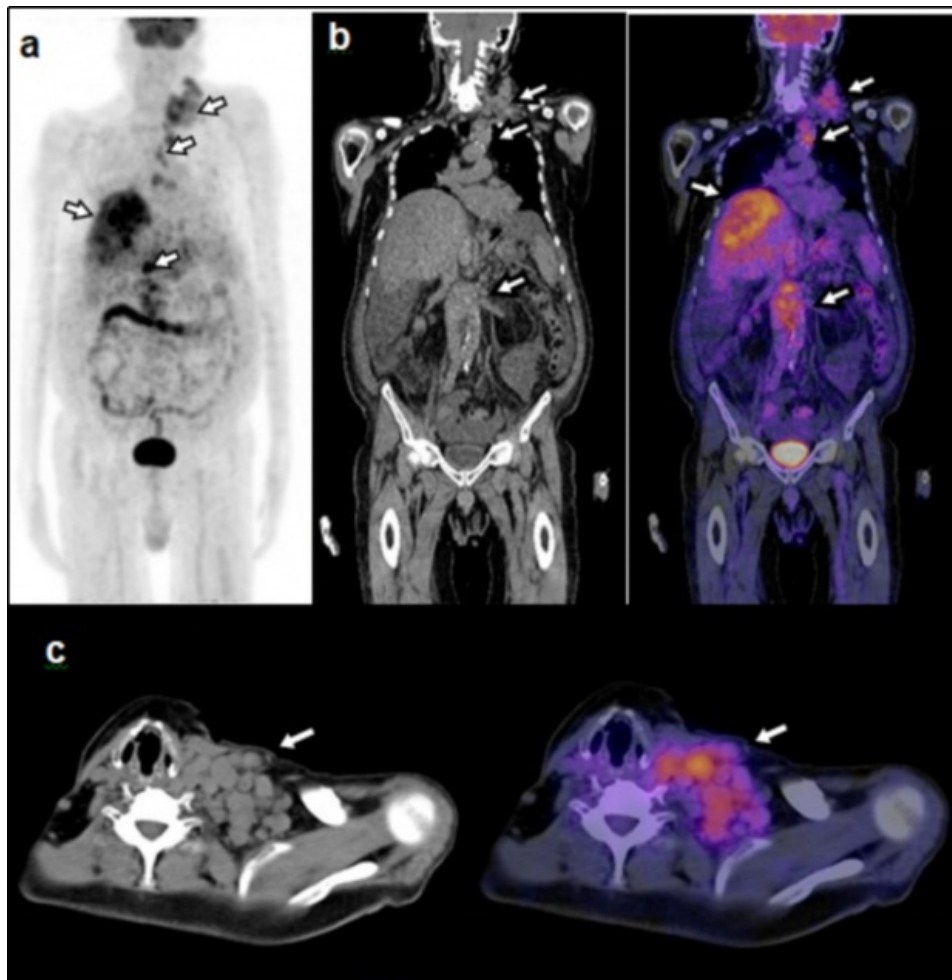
Hombre de 69 años con aumento de volumen en hemicuello izquierdo. a) Proyección de máxima intensidad de PET que muestra hipermetabolismo en conglomerado ganglionar en hemicuello izquierdo, adenopatías mediastinales y retroperitoneales, y lesiones hepáticas (flechas). b) Reconstrucción coronal de tomografía en fase simple e imagen fusionada de PET-CT 18F-FDG que evidencia las lesiones previamente descritas. c) Corte axial de tomografía en fase simple e imagen fusionada de PET-CT 18F-FDG que muestra conglomerado ganglionar en cuello izquierdo, asociado a importante hipermetabolismo del mismo (flechas). Se realizó biopsia en otra institución que diagnosticó carcinoma hepatocelular pobremente diferenciado.
